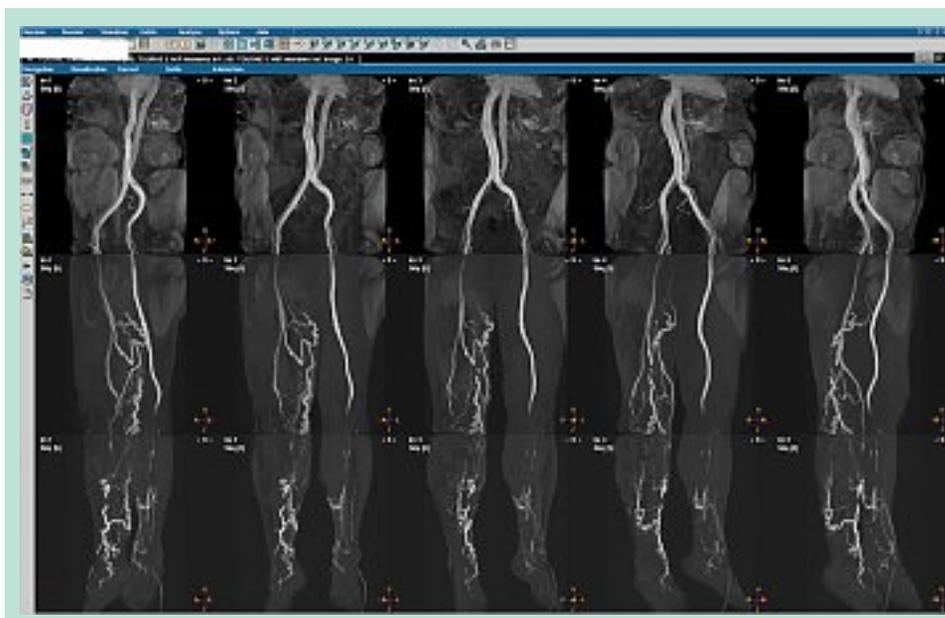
Cartographie veineuse en angio IRM (Syndrome de Klippel Trenaunay).
